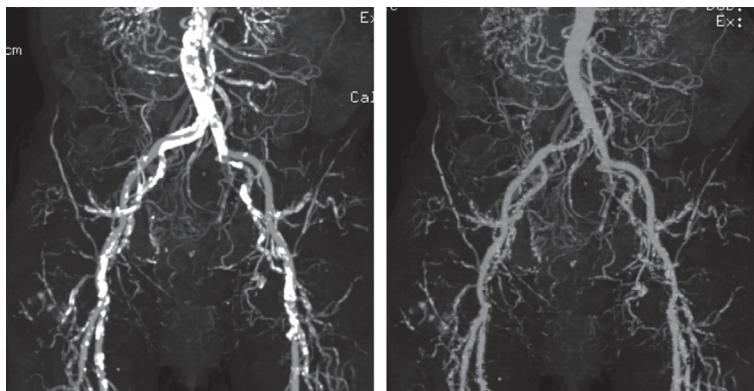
CT angiography (CTA) of peripheral arterial disease with dual energy CT. Severe calcification and contrast-enhanced vascular lumen were shown on conventional CTA (A). Iodine image was reconstructed from dual energy CT data sets. Contrast-enhanced vascular lumen was visualized selectively on iodine image (B).
